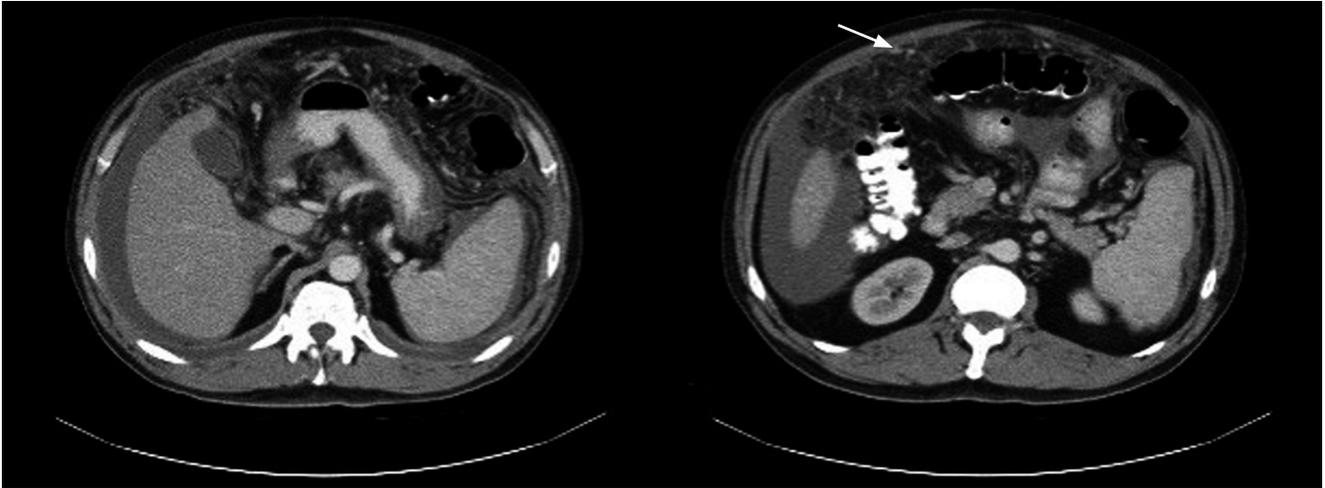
TAC de abdomeno contrastada. Hígado pequeño, engrosamiento y múltiples nódulos pequeños en el peritoneo que realzan con el medio de contraste.
